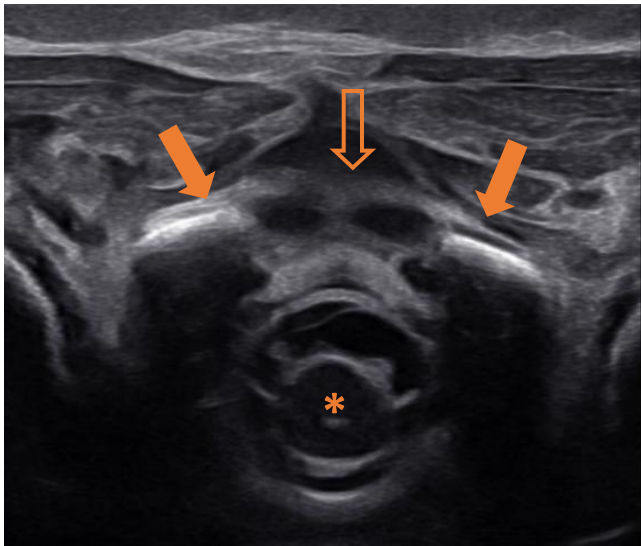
Ecografía en plano transversal del canal espinal de un niño de 6 semanas. Gran parte de la vértebra está osificada, lo que provoca sombras acústicas posteriores (flechas sólidas). Hay una porción de la línea media posterior de los elementos posteriores que permanece como cartílago no osificado hipoeicoico (flecha vacía). Contenido del canal espinal (asterisco).
